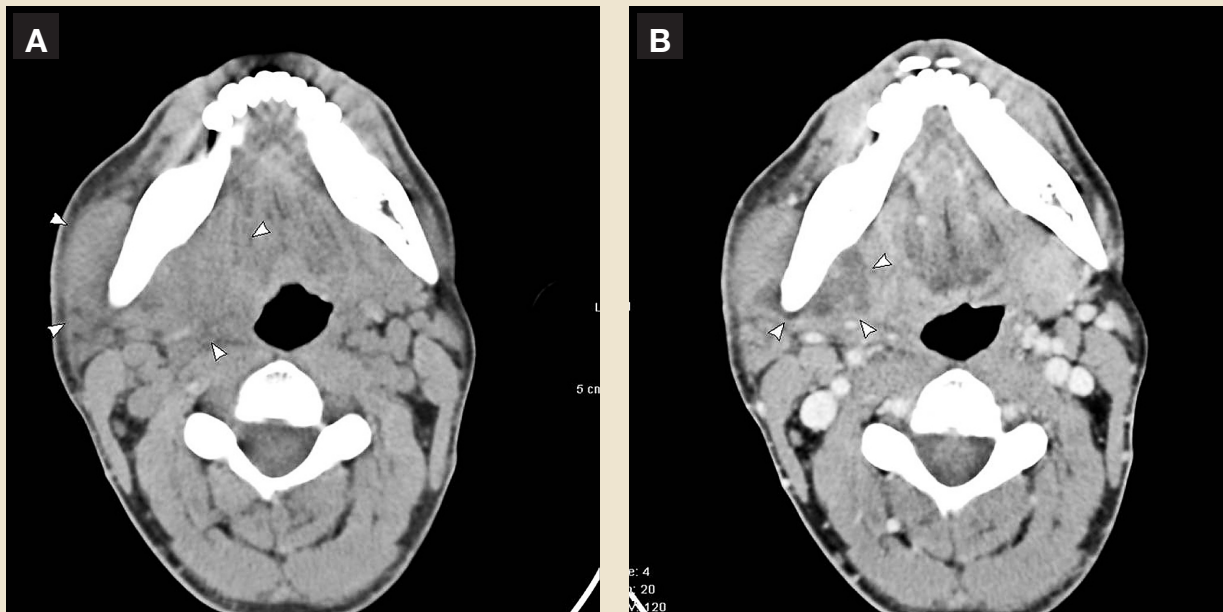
40-årig man som söker sjukvård p.g.a. tilltagande svullnad över höger ramus samt trismus. A) Datortomografisk undersökning utan kontrast visar en ospecifik mjukdelssvullnad (pilhuvud) omgivande höger ramus mandibulae. B) På bild efter intravenös kontrastinjektion framträder tydligt en centralt lågattenuerande abscesshåla (pilhuvud) med omgivande cellulit. Notera hur luftspalten i farynx är överskjuten kontralateralt. Mjukdelsinfektionen utgick från molar i höger underkäke.
